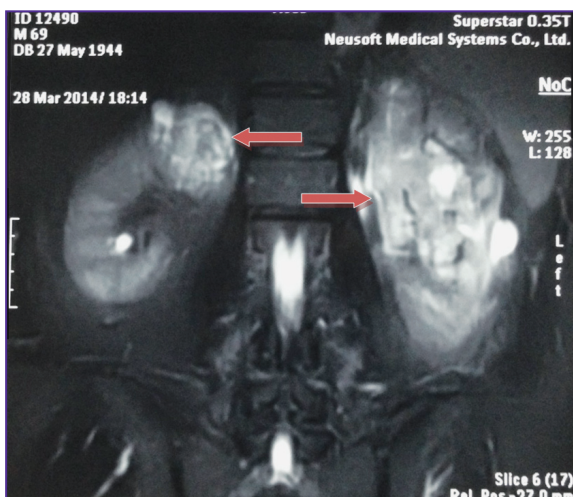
Магнитно-резонансная томограмма с контрастированием: опухоль левой почки — 10×9 см, опухоль верхнего полюса правой почки — 6,5×4,5 см
